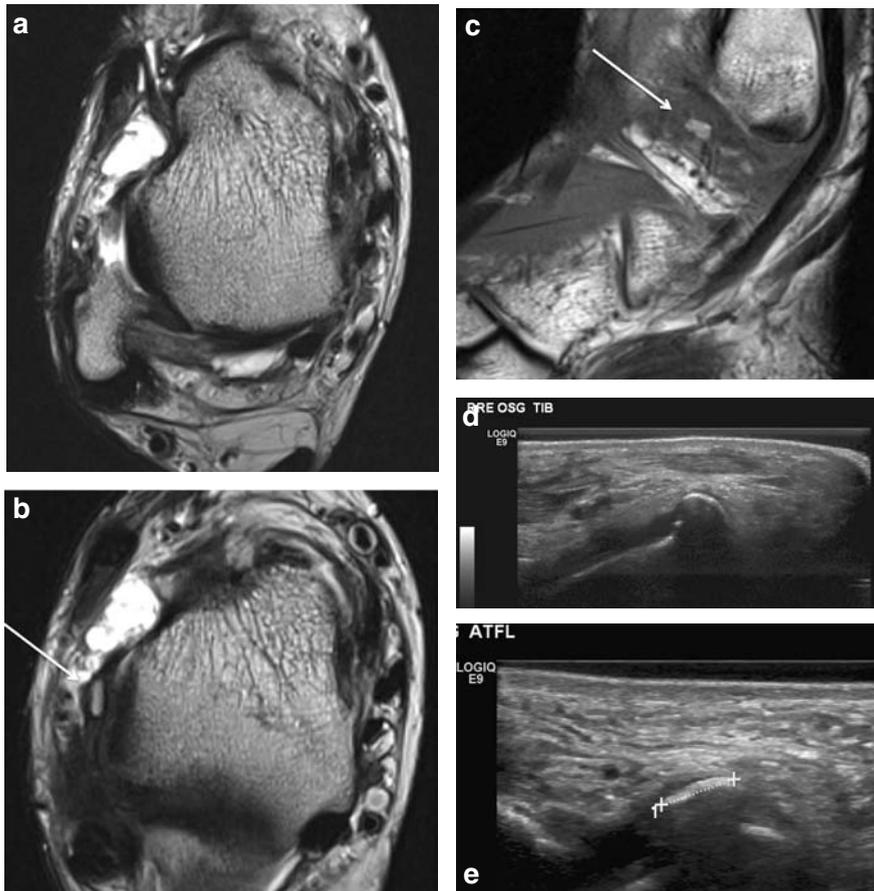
a–e: Patient mit Supinationstrauma und Instabilität. Die axiale T2-gewichtete Sequenz (a) weist eine Diskontinuität des anterioren talofibularen Bandes (ATFL) auf. Das Knochenfragment bei Avulsionsfraktur des ATFL ist in (b) sowie auf der sagittalen T1-gewichteten Sequenz (c) dargestellt (Pfeil). Sonographisch gelingt die Unterscheidung zwischen subfibularen Ossikel und Avulsionsfraktur durch die Verbindung des ATFL zum Knochenfragment (d, e).
